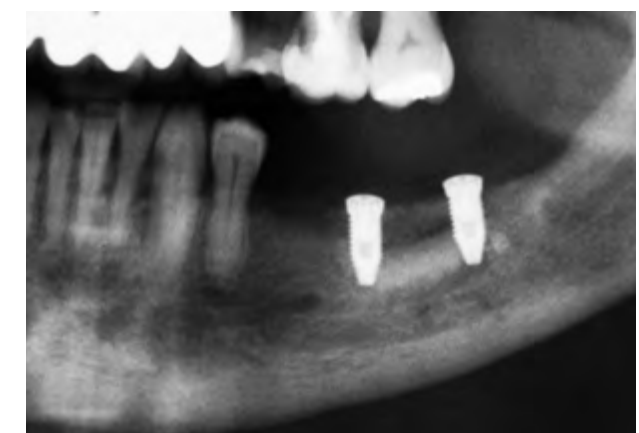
Radiografia panorâmica com os implantes instalados na região enxertada (Conexão, 3,75x11,5 mm). Neste caso o planejamento foi a colocação de dois implantes para confecção de prótese com cantiléver mesial (devido à presença do nervo mental).
